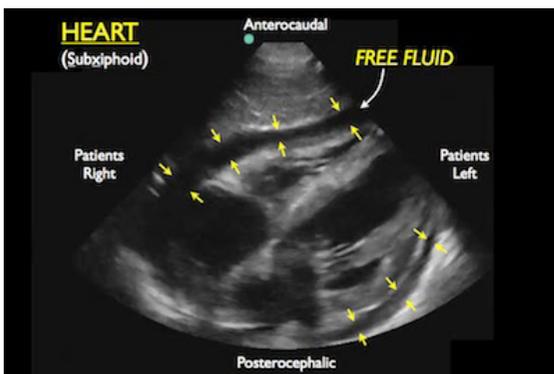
USG efusi pericardium potongan long axis parasternal
